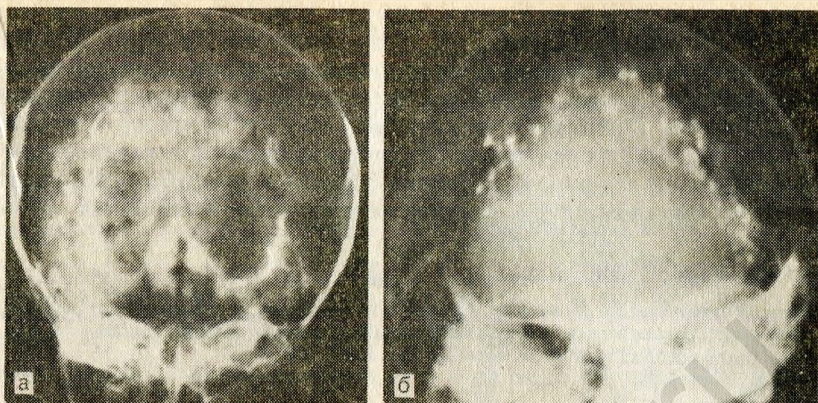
Рентгенограмма черепа, на которой выявляются кальцификаты вокруг желудочков и гидроцефалия, развившаяся после цитомегаловирусной инфекции у новорожденного (а), и диффузные внутрижелудочковые кальцификаты при врожденном токсоплазмозе (б).
